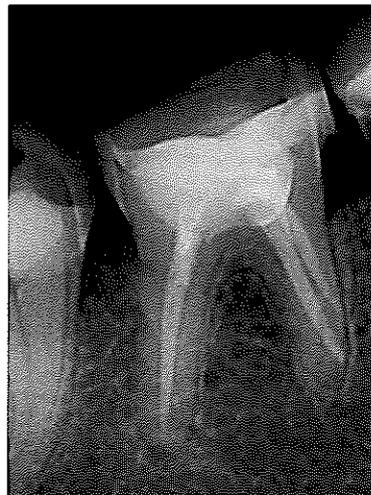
radiographie d'une dent n° 46 présentant deux faux canaux mésiaux.*
